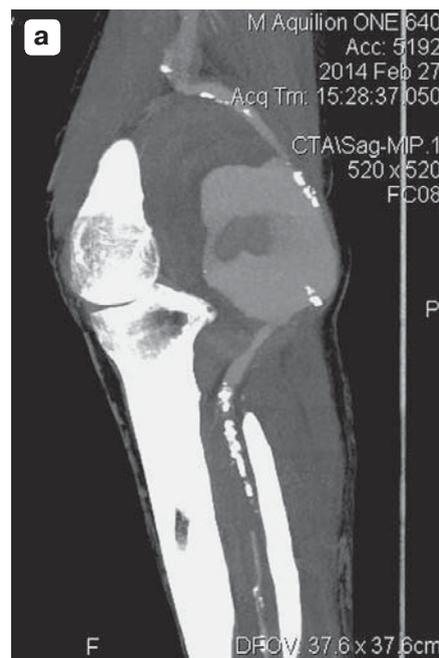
МСКТ-изображения аневризмы левой подколенной артерии. а – МIP-реконструкция, сагиттальное изображение; б – коронарная реконструкция (MIP); в – аксиальный срез, определяются циркулярные тромботические массы вокруг контрастированной полости аневризмы.
